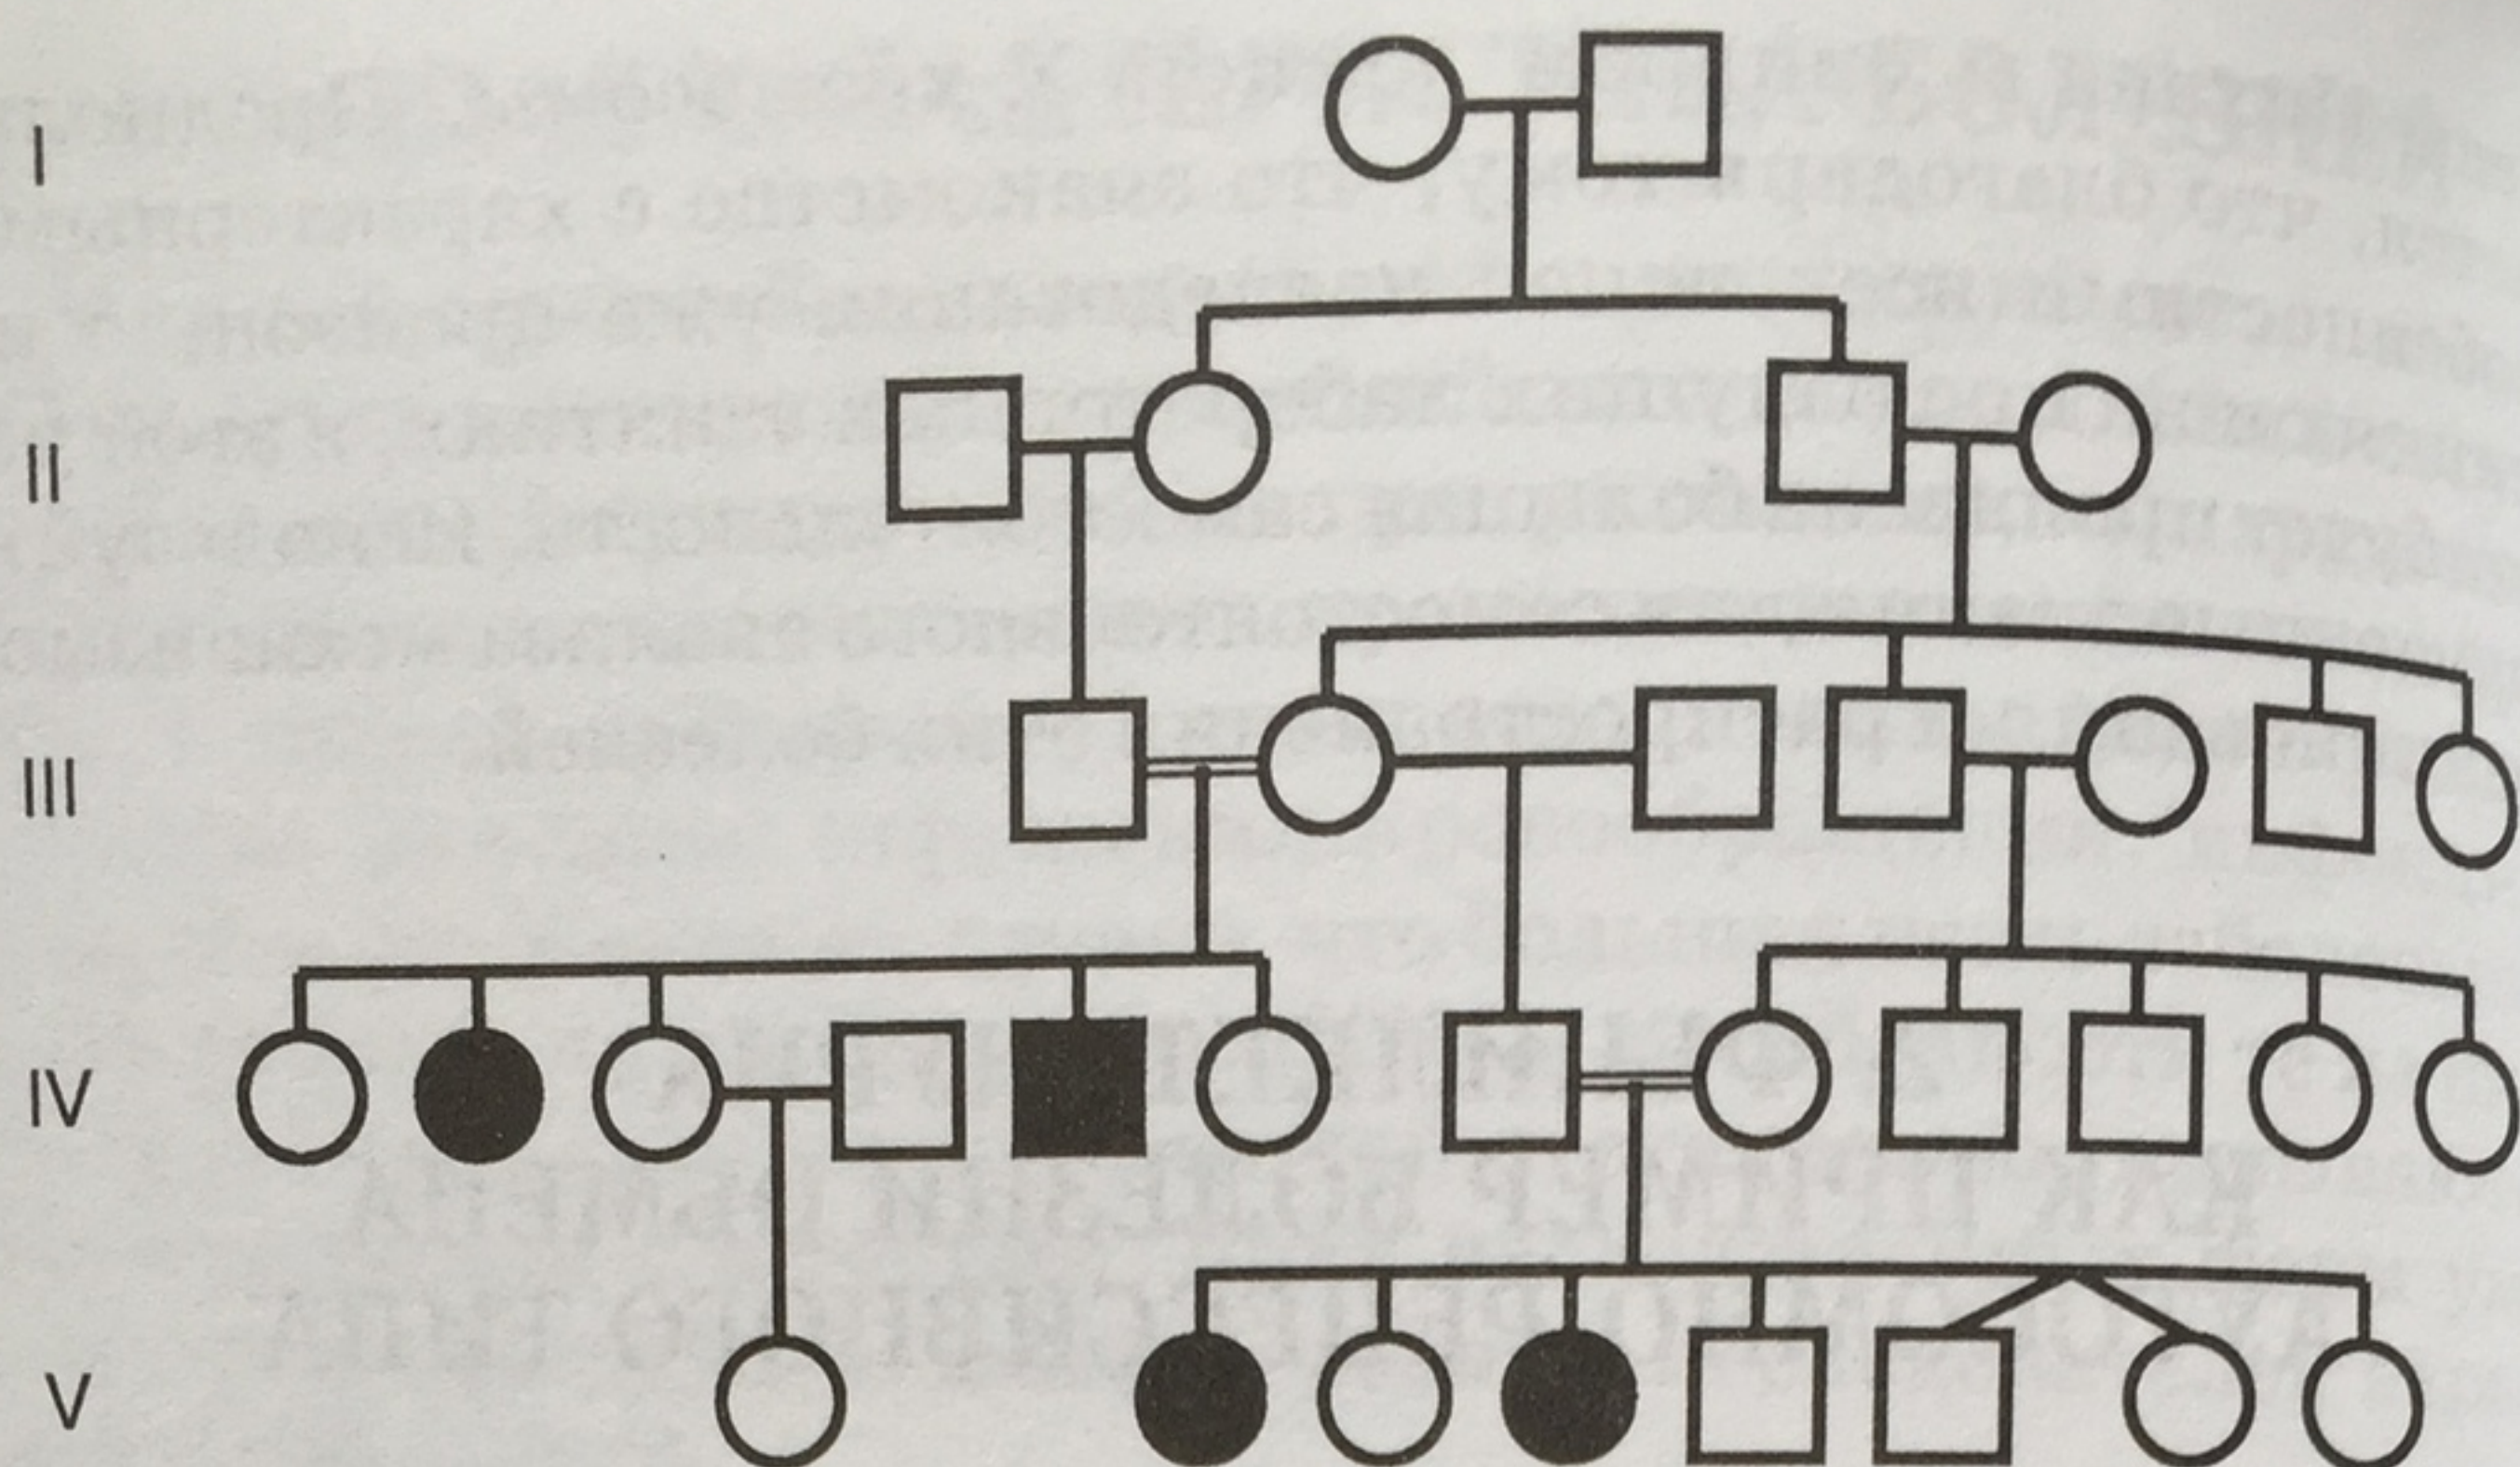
Родословная со случаями фенилкетонурии (по И.П. Карузиной, 1980).
